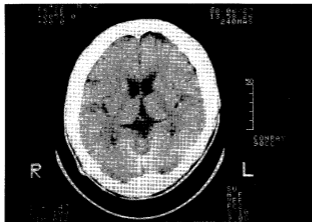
An axial image of the brain computerized tomography scan of Patient 1 shows mild atrophy of the bilateral caudate nuclei atrophy and subsequent dilatation of the anterior horn of lateral ventricles.
